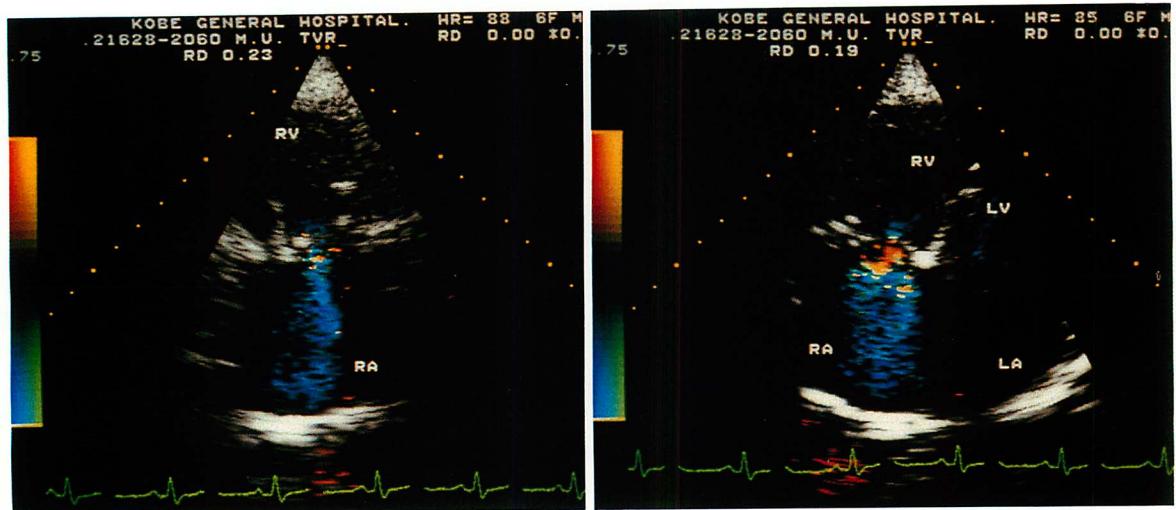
Two-dimensional Doppler color flow images of tricuspid regurgitation in the same case as in Fig. 9.
